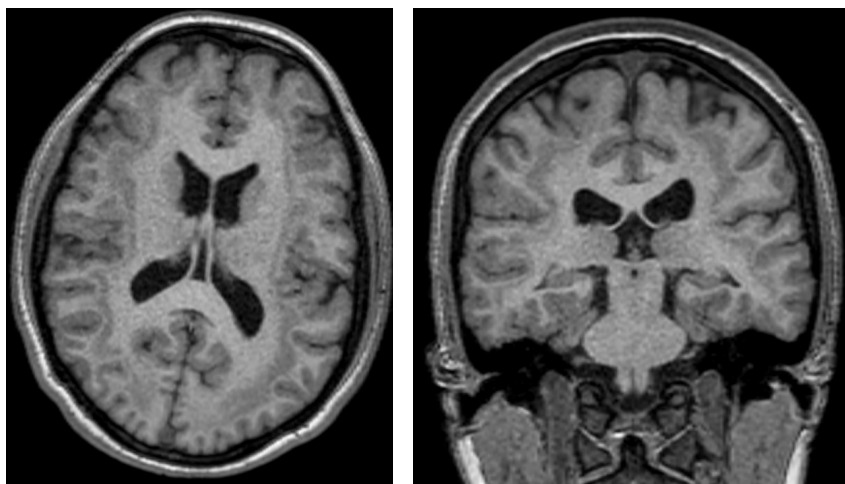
Resonancia magnética cerebral del 2018, secuencia T1 en plano axial y coronal, se observa banda isointensa a la sustancia gris paralela a la cortical.
